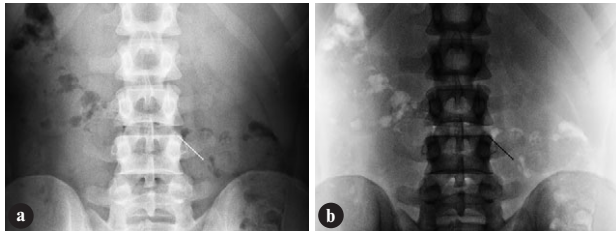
Рентгенограма. Шпилька у порожній кишці.
